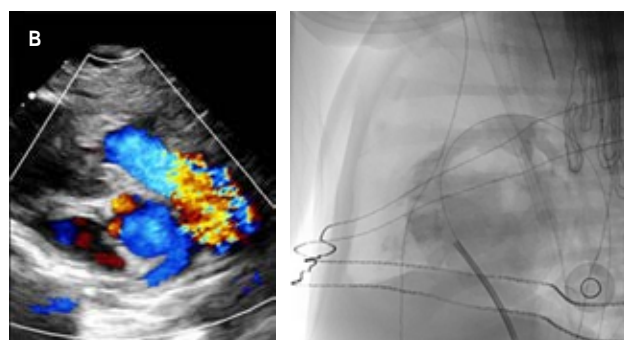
Ecocardiograma y angiografía posterior a la valvuloplastia pulmonar.
